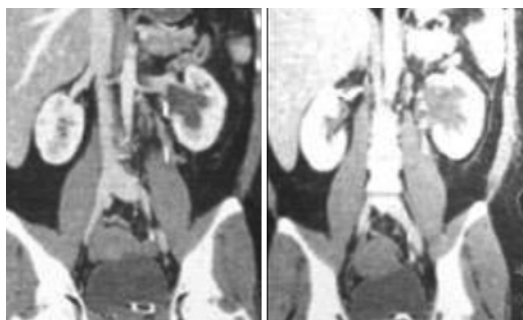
Tomografia computadorizada pós-operatória, com cateter duplo J.
